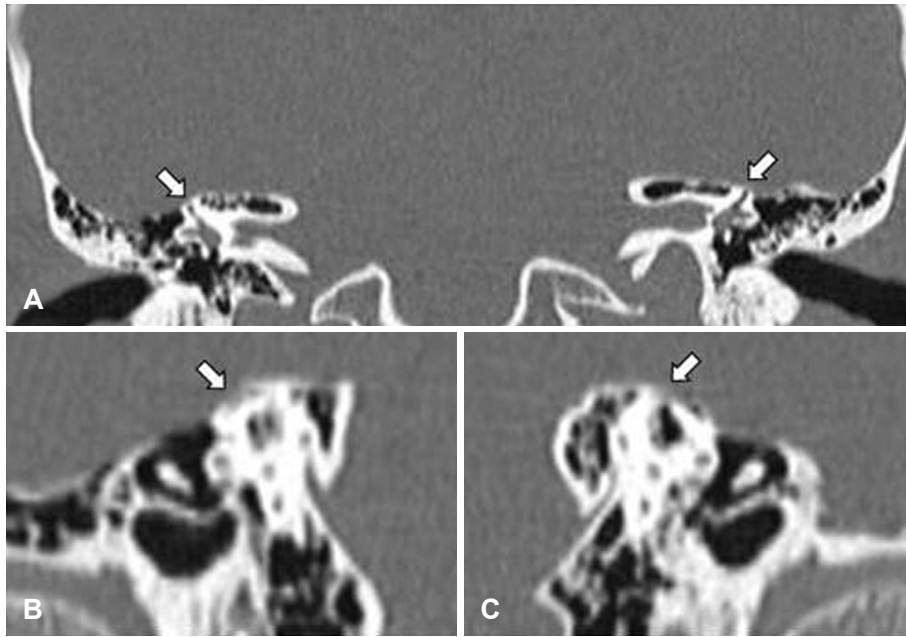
Coronal view of temporal bone CT (A). Note right superior semicircular canal with 0.5 mm bony dehiscence on oblique images in CT scan (B). Note left superior semicircular canal with 2 mm bony dehiscence on oblique images reconstructed in the plane of left superior semicircular canal in CT scan (C). White arrows indicate the dehiscence of superior semicircular canal.
